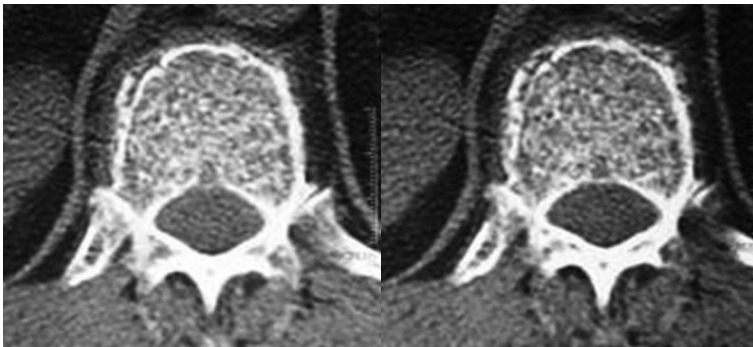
Фотоотпечатки СКТ пациентки Р., 73 лет. Компрессионный перелом T_{XII} позвонка на фоне остеопороза.
